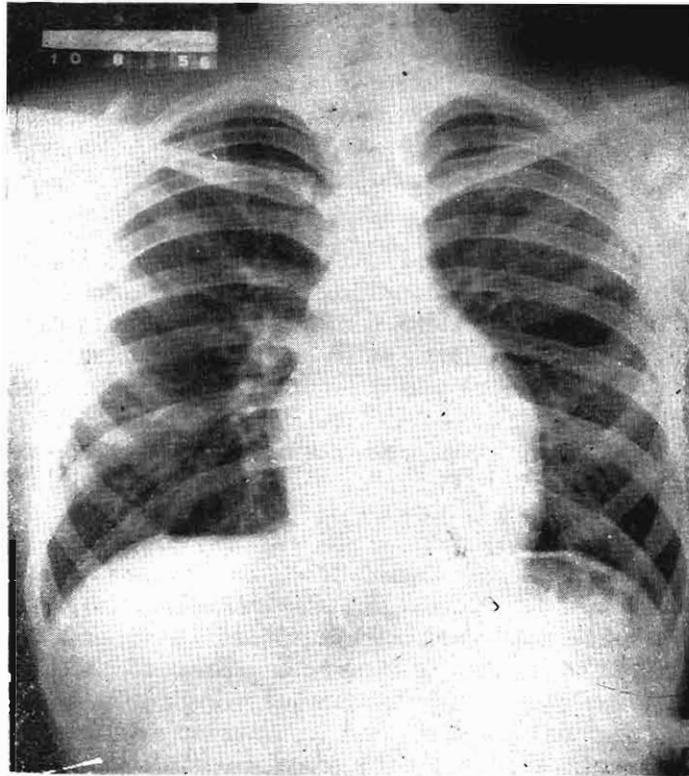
Teleradiografía en frontal de A. K.
